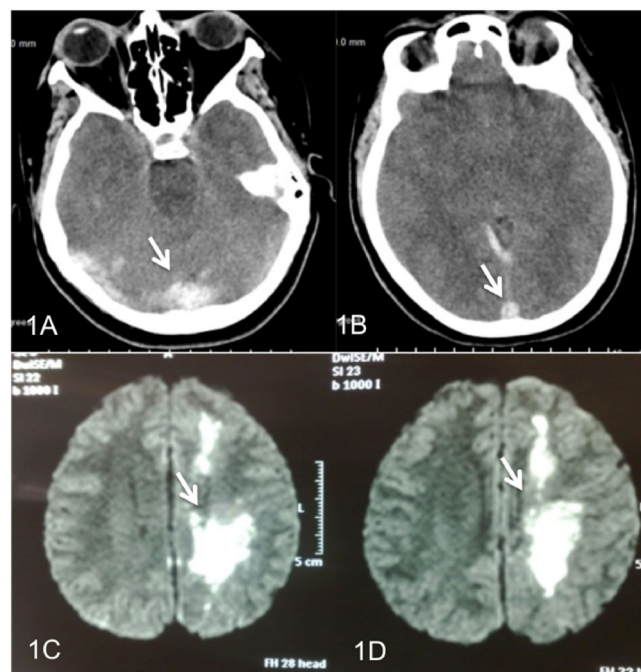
Tomografia computadorizada de crânio mostrando hiperdensidade dos seios sagital superior e transversal direito e hiperdensidade da tórula sugerindo o diagnóstico de trombose venosa cerebral. Figura 1C e D. Ressonância magnética de encéfalo mostrando infarto venoso em hemisfério cerebral esquerdo.
